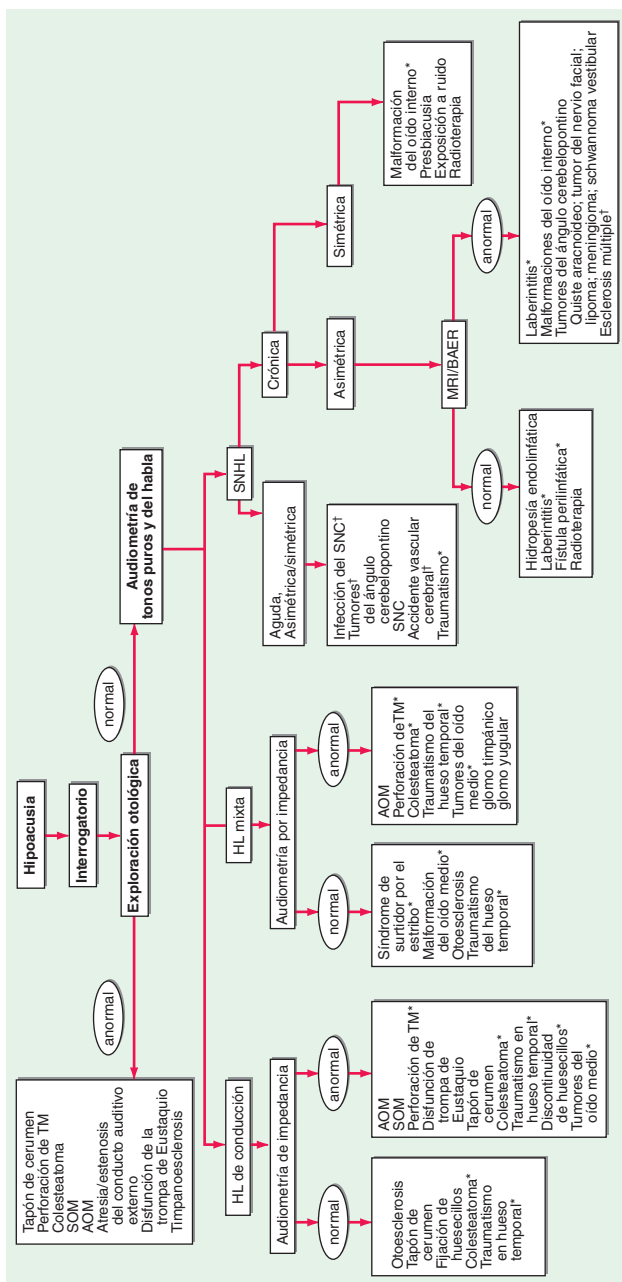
Un algoritmo para el abordaje de la hipoacusia. HL, hipoacusia; SNHL, hipoacusia neurosensorial; TM, membrana timpánica; SOM, otitis serosa; AOM, otitis media aguda; *, CT del hueso temporal; †, MRI. BAER, respuestas auditivas evocadas del tallo encefálico.
